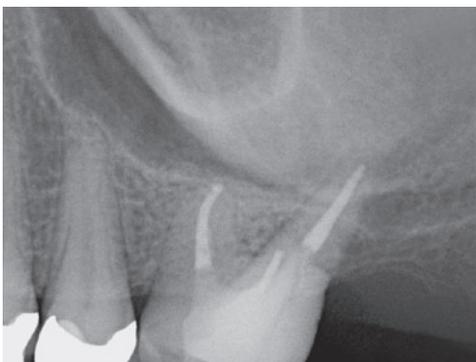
Röntgenbefund nach endodontischer Revision, Elektrotomie und Füllungsaustausch
